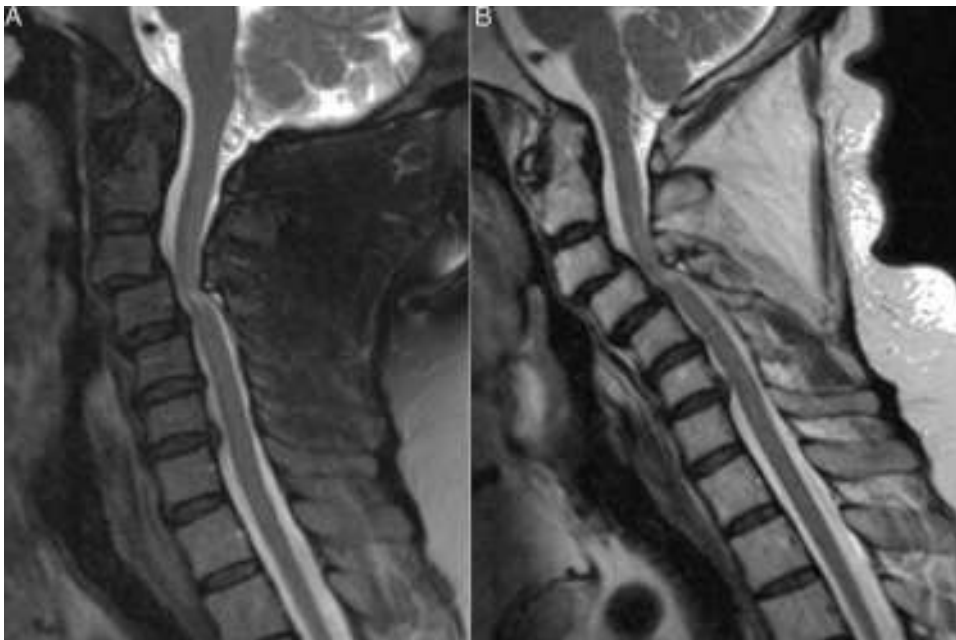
Cortes sagitales de RM en secuencia T2 con supresión grasa obtenidos en posición neutra, y en secuencia T2 en máxima flexión. Se observan subluxaciones anteriores C3-C4 y C4-C5, con estenosis del canal y afectación medular asociados a cambios focales de señal del cordón medular indicativos de mielopatía a la altura de C4. La flexión pone mejor de manifiesto las subluxaciones vertebrales y demuestra un mayor grado de afectación raquídea, que ya se identificaba en posición neutra.
